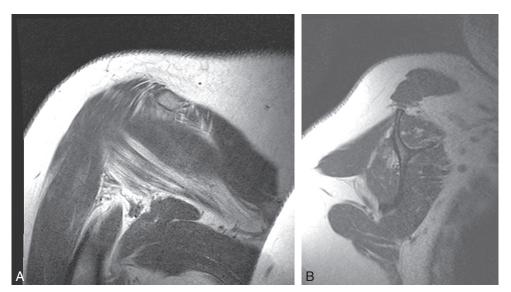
En IRM, en pondération T1, évaluation de l'involution graisseuse des muscles de la coiffe selon la classification de Goutallier et Bernageau.
